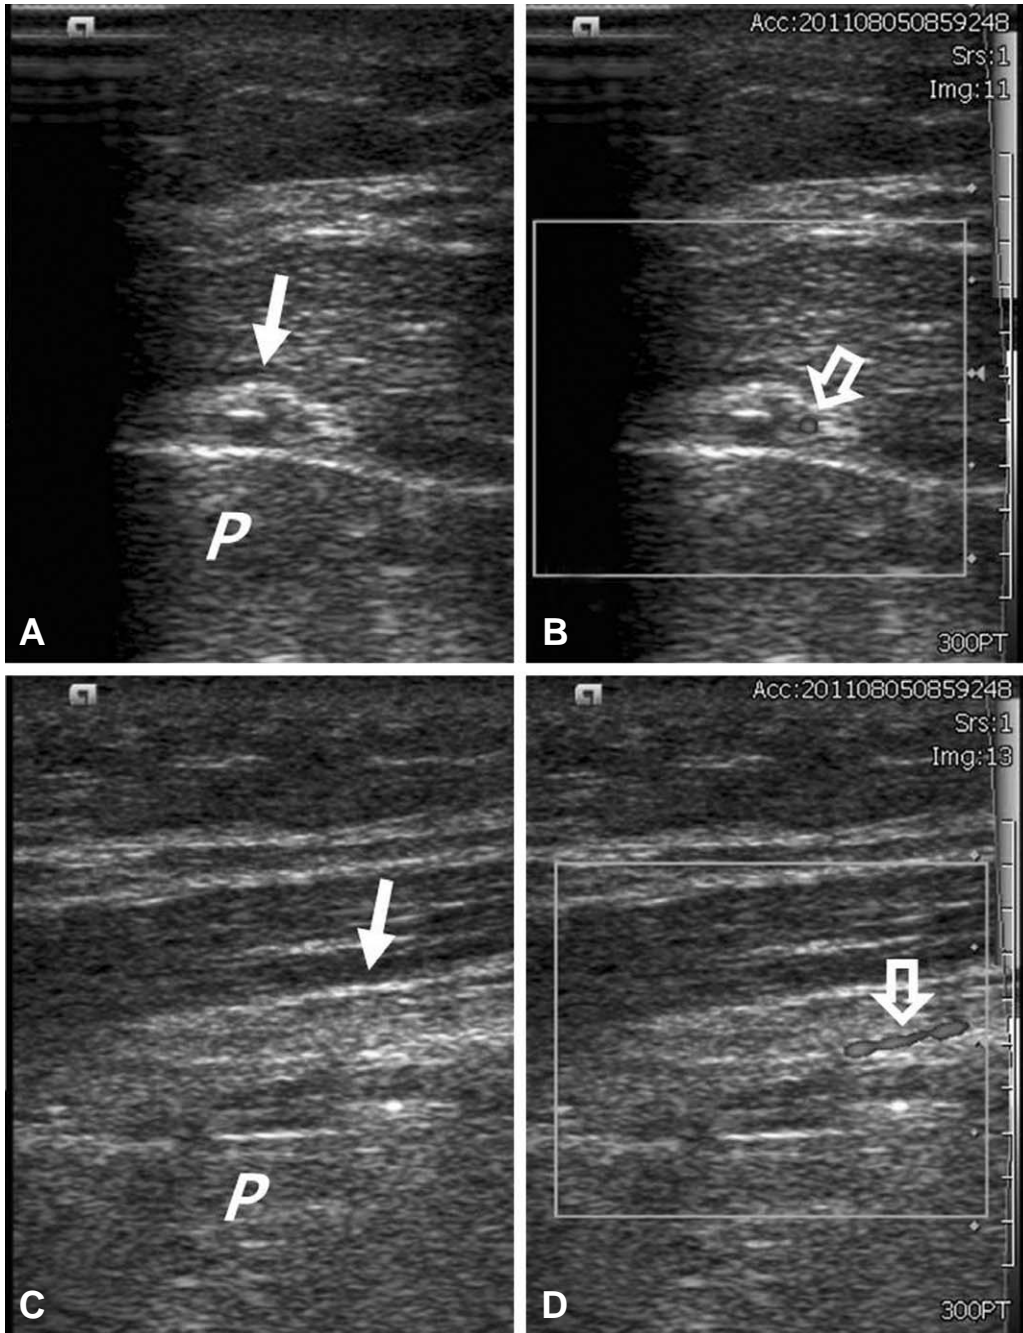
Post operative 10days ultrasound image
